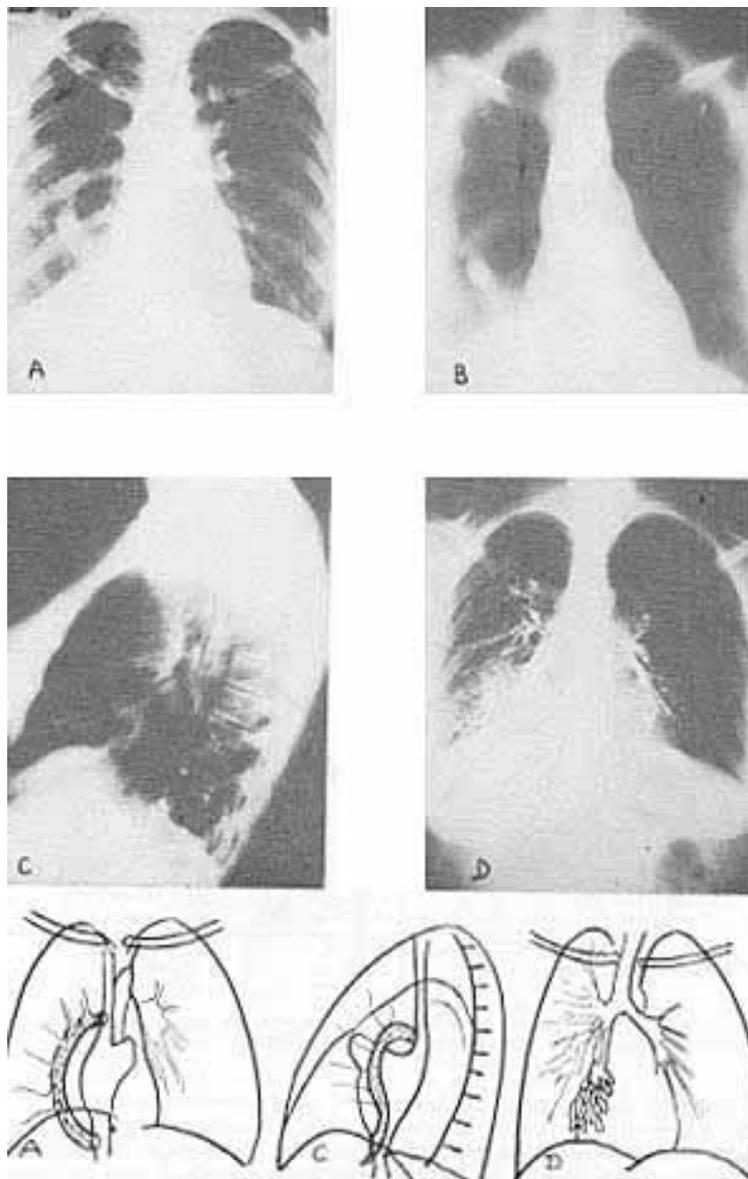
Sinal da arcada (anastomose que unia as veias cavas superior e inferior) no 3.º caso. A - radiografia do tórax em incidência pósterio-anterior. B - tomografia. C - radiografia do tórax em perfil esquerdo. D - broncografia mostrando as bronquiectasias no segmento basal interno do pulmão direito.
